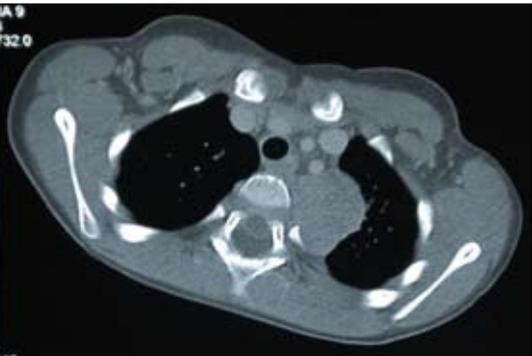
TAC torácica: masa intratorácica paravertebral izquierda, compatible con tumor de células derivadas de la cresta neural.
